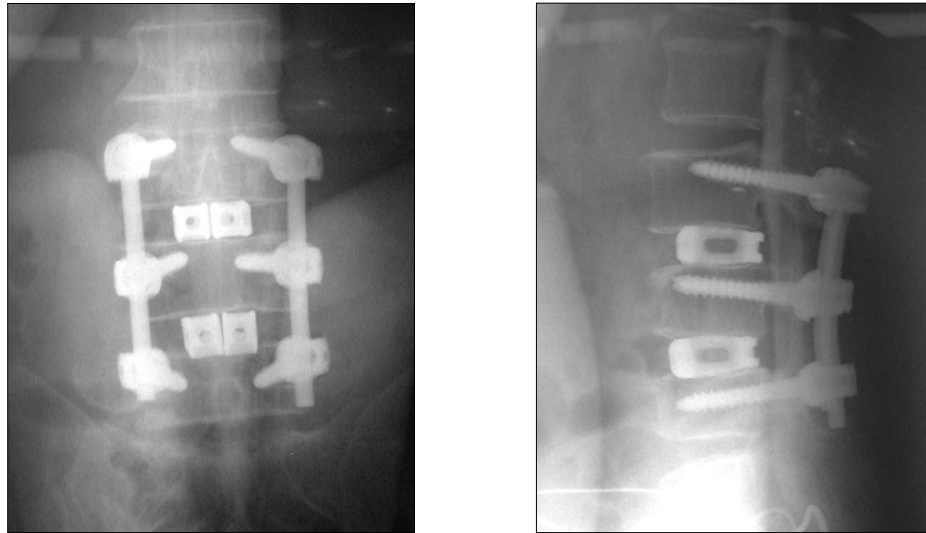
Abschlussröntgenbild im sagittalen und transversalen Strahlengang nach durchgeführter PLIF-Spondylodese über zwei Wirbelsäulensegmente
